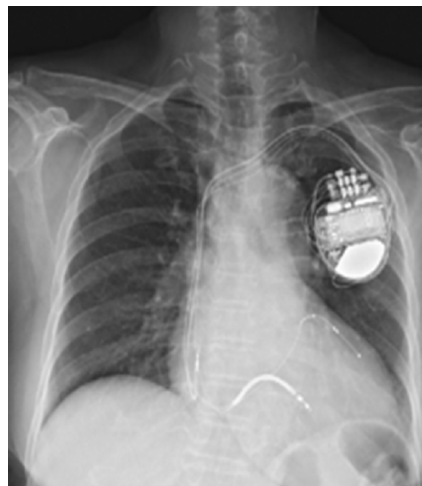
Pamja imazherike në radiografi native e CRT me defibrilator
